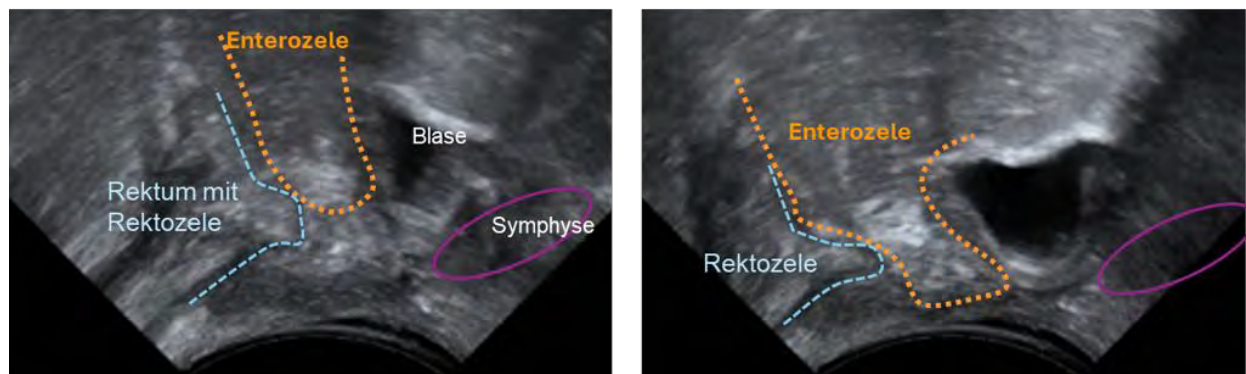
Sonographische Darstellung einer Rekto- und Enterozele als Ergänzung zur rektovaginalen Untersuchung (Abb. von PD Dr. Baeßler)
